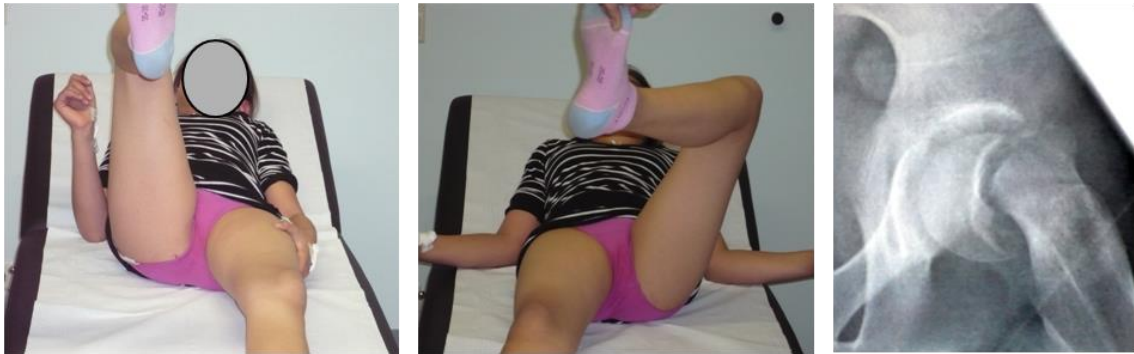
links: normale Hüftflexion, Mitte: positives Drehmann-Zeichen, rechts: Ecf im Röntgenbild
